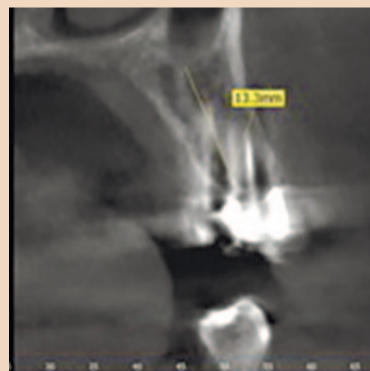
КТ-срез: визуализация первого правого премоляра верхней челюсти
